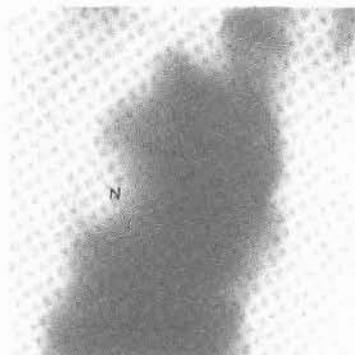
Tomografía lineal en la que se observa la misma lesión (N) y una prominencia del hilio pulmonar derecho.
